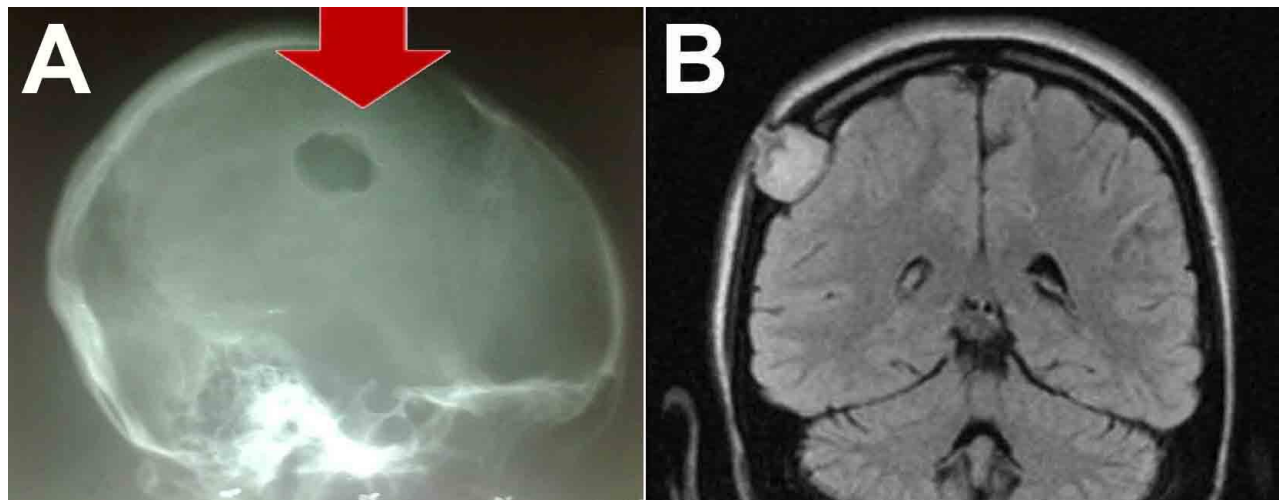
Pruebas de neuroimágenes de la paciente con quiste dermoide. A. Lesión osteolítica parietal derecha en el estudio radiológico simple (señalado con la flecha). B. Resonancia Magnética donde se observa la lesión intracraneal extradural y el defecto óseo.
